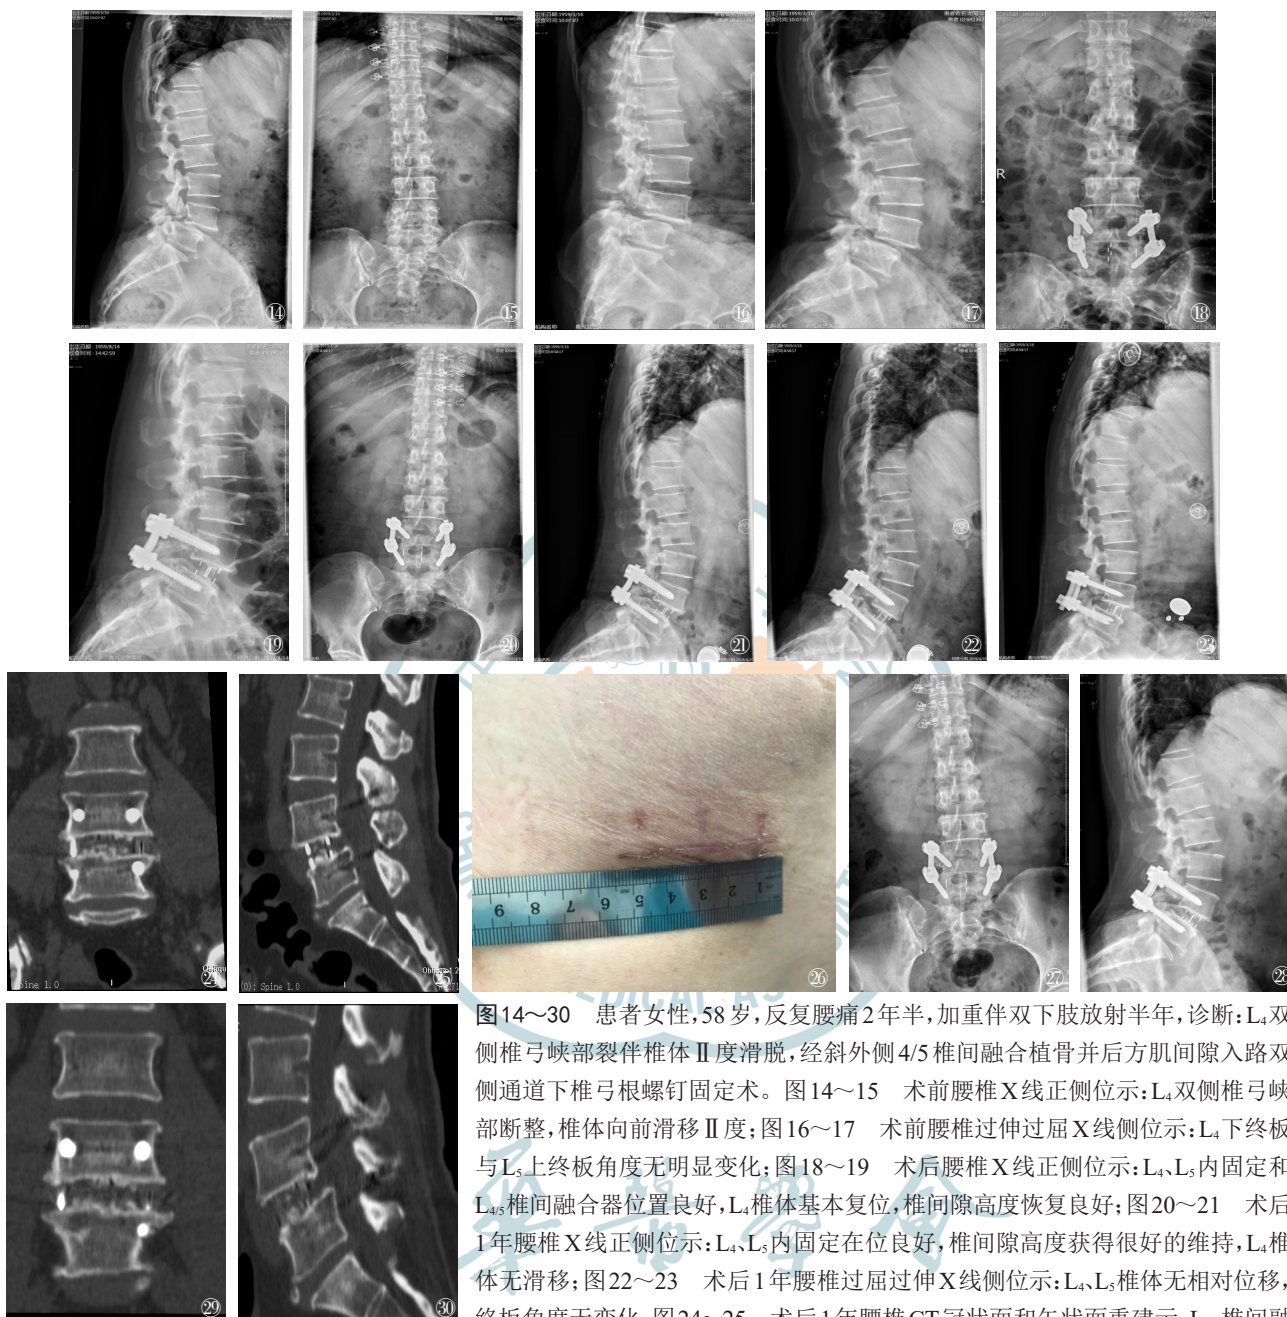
~30 患者女性,58岁,反复腰痛2年半,加重伴双下肢放射半年,诊断:L₄双侧椎弓峡部裂伴椎体Ⅱ度滑脱,经斜外侧4/5椎间融合植骨并后方肌间隙入路双侧通道下椎弓根螺钉固定术。图14~15 术前腰椎X线正侧位示:L₄双侧椎弓峡部断裂,椎体向前滑移Ⅱ度;图16~17 术前腰椎过伸过屈X线侧位示:L₄下终板与L₅上终板角度无明显变化;图18~19 术后腰椎X线正侧位示:L₄、L₅内固定和L_{4/5}椎间融合器位置良好,L₄椎体基本复位,椎间隙高度恢复良好;图20~21 术后1年腰椎X线正侧位示:L₄、L₅内固定位在良好,椎间隙高度获得很好的维持,L₄椎体无滑移;图22~23 术后1年腰椎过屈过伸X线侧位示:L₄、L₅椎体无相对位移,终板角度无变化;图24~25 术后1年腰椎CT冠状面和矢状面重建示:L_{4/5}椎间融合器在位良好,融合器与终板间贴合紧密,无透亮线,但融合器内骨质稀疏;图26 左腹前外侧切口,长度为5.4 cm;图27~28 术后2年腰椎X线正侧位示:L₄、L₅内固定在位良好,椎间隙高度获维持良好,L₄椎体无滑移;图29~30 术后2年腰椎CT冠状面和矢状面重建示:L_{4/5}椎间融合器在位良好,椎间融合,但融合器内骨质仍较稀疏
